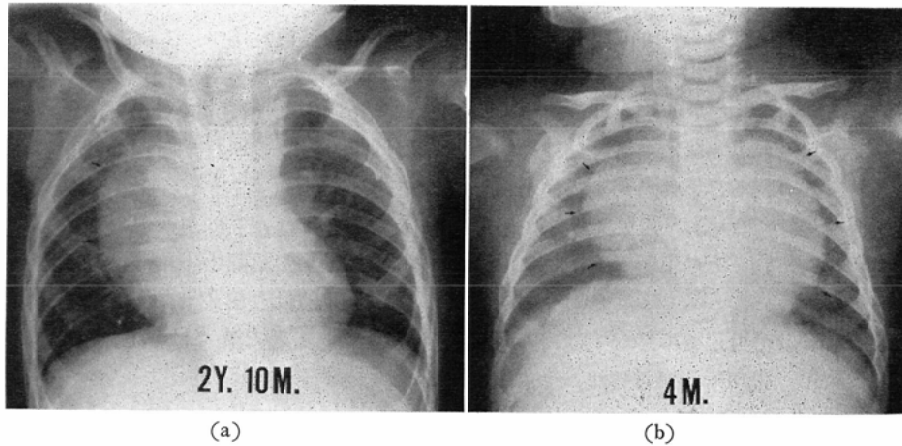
Roentgenogram of a two years and ten months old child showing the right lobe of type III thymus which covered heart shadow. The ratio was 0.662. 7b Roentgenogram of a four months old infant showing bilateral lobe of type III thymus. The ratio was 0.528 on the right, 0.576 on the left.
